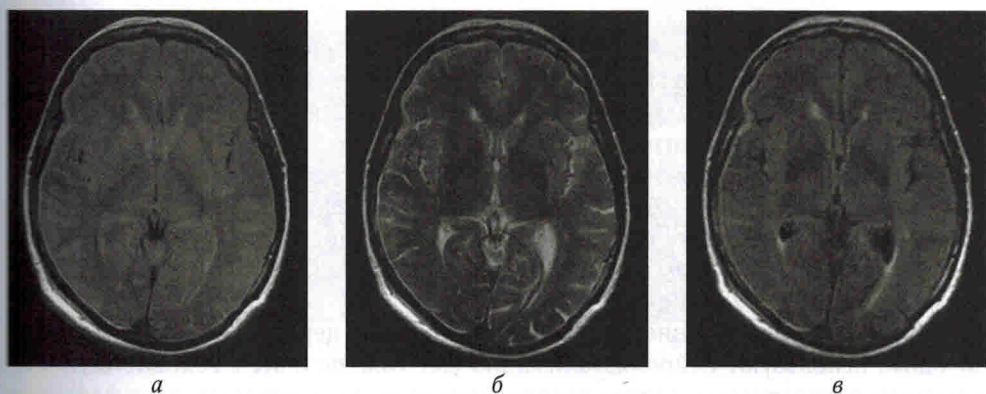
МРТ головного мозга. МР-признаки субарахноидального кровоизлияния в области правого полушария большого мозга в режимах PD (а), T2 (б), TIRM (в)
